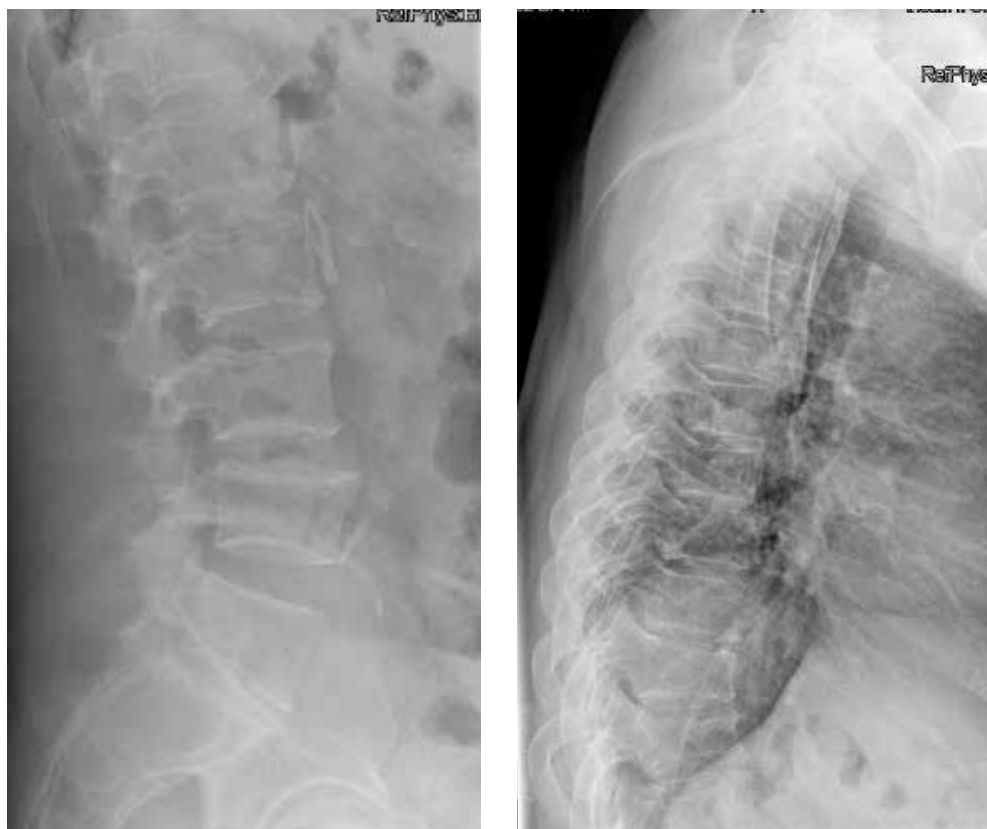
Radiografía dorso-lumbar.
